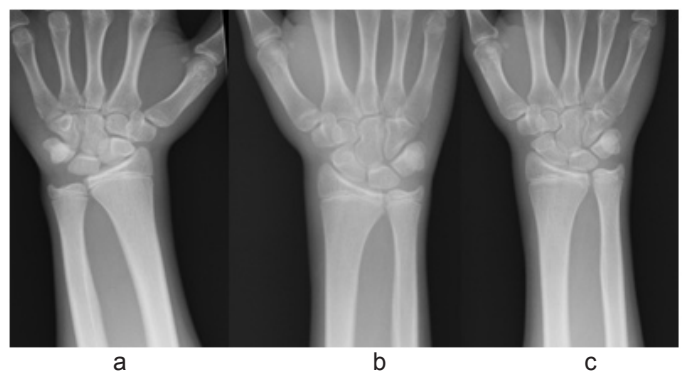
単純X線像 (ulnar variance)
